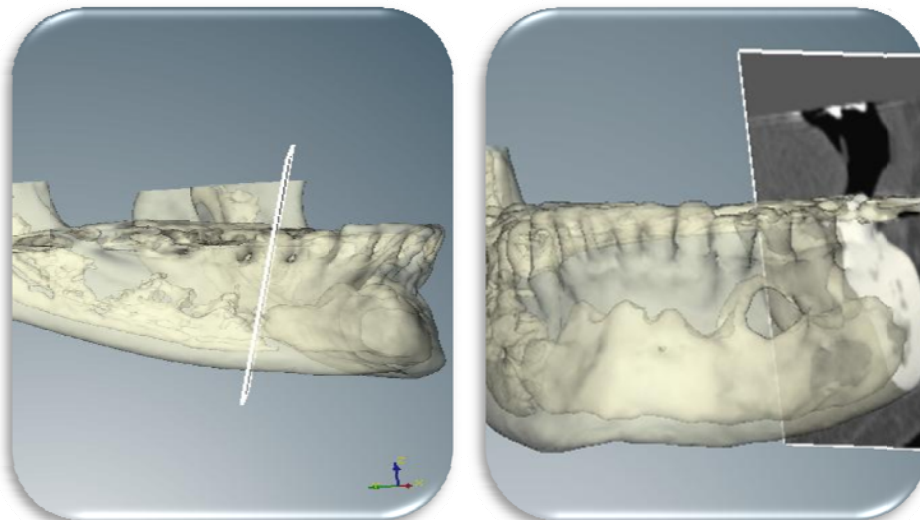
TAC de mandíbula donde se observa la lesión desde los premolares inferiores derechos hasta el segundo molar inferior izquierdo
